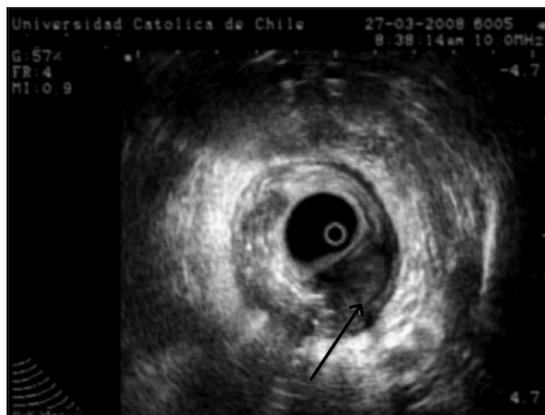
Endosonografía rectal que muestra tumor que invade hasta la subserosa, T3 (Flecha).
